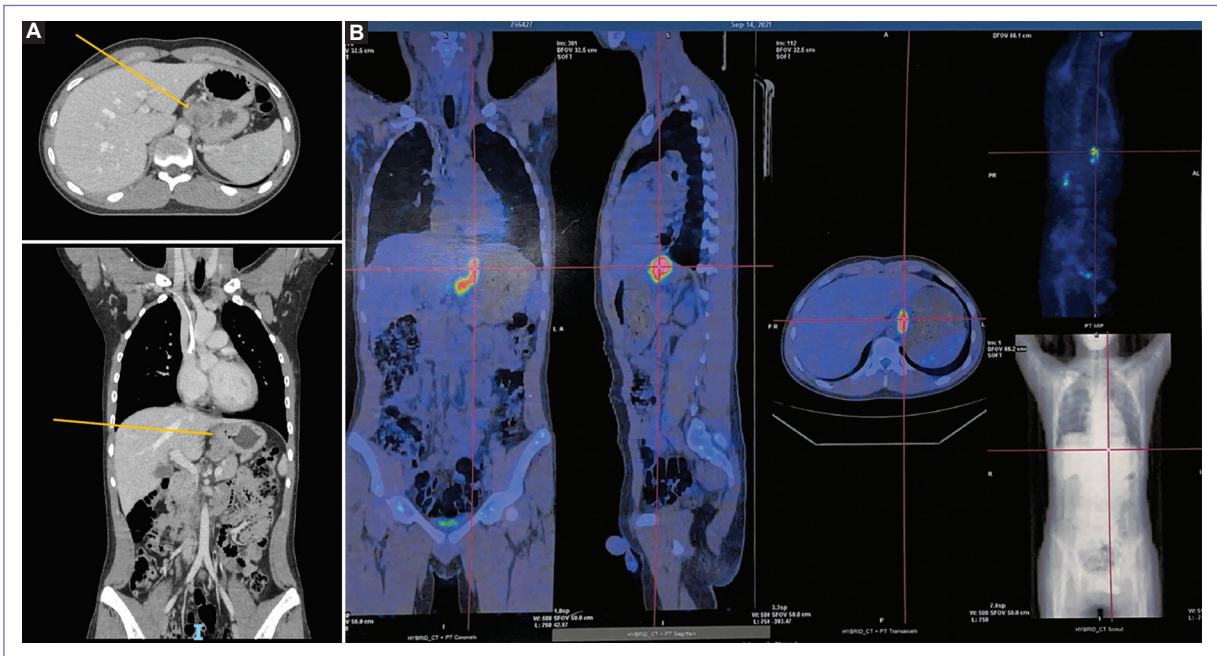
A y B: Imagen tumoral, vista por estudios de extensión (tomografía computarizada y tomografía por emisión de positrones).
